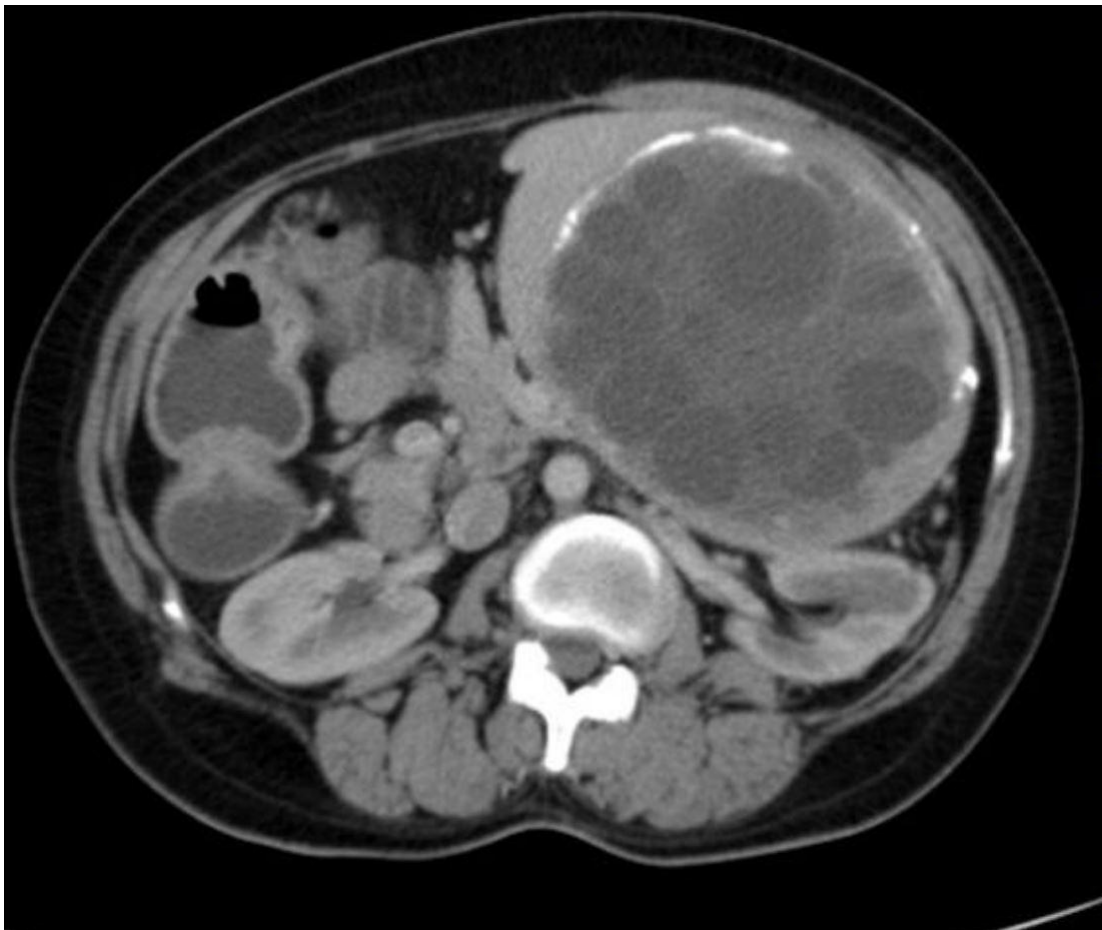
Aspect TDM d'un kyste hydatique splénique multiloculaire [101]
